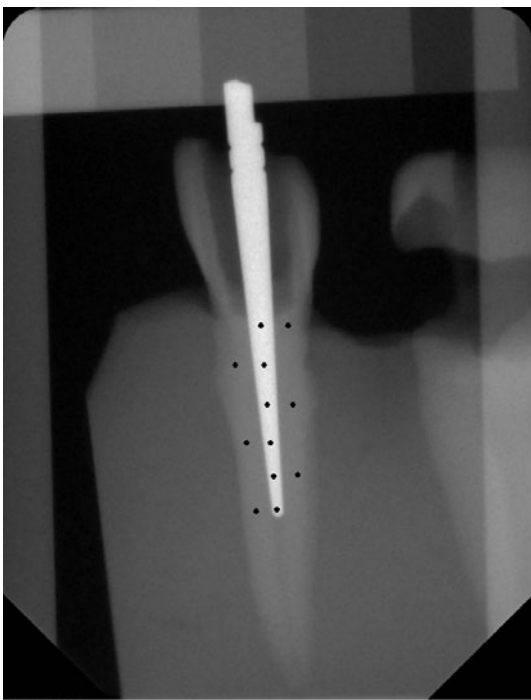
Kalibriertes Sidexis-Röntgenbild mit den 6 Messpunkten des Wurzelstiftes
